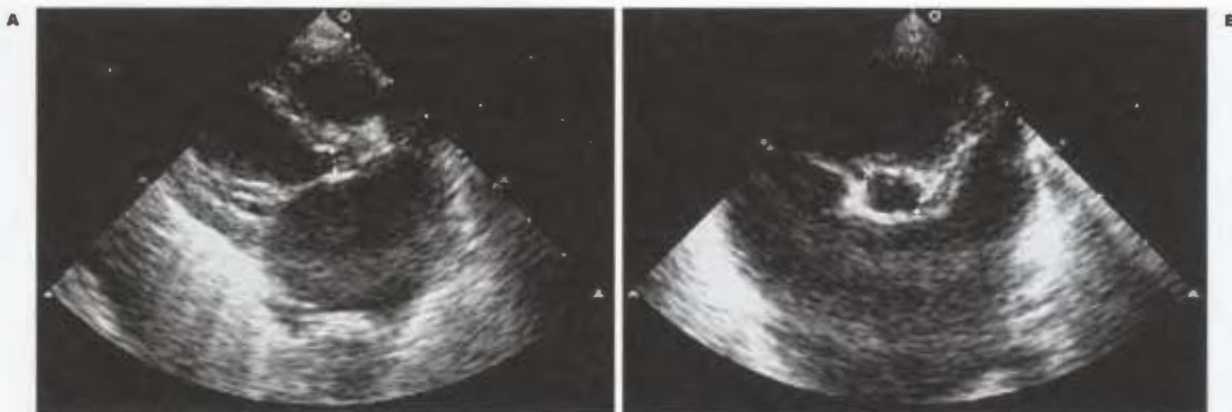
Ecocardiografía transtorácica bidimensional en la que se aprecia dilatación de cavidades izquierdas por obstrucción a su salida (A), y el anillo aórtico pequeño en un neonato con estenosis aórtica crítica (B).
